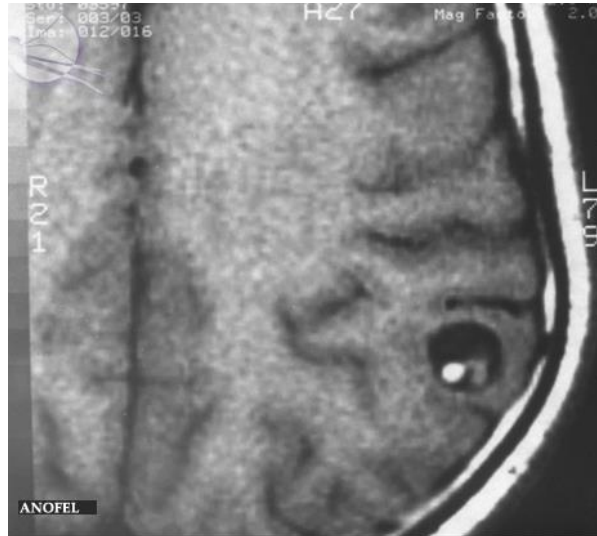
Cysticercose cérébrale : aspect radiologique (IRM : image pondérée en T2)
